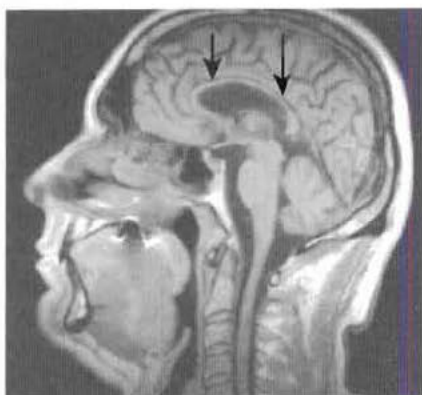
Sclérose en plaques – IRM sagittale : atrophie du corps calleux (flèches).
